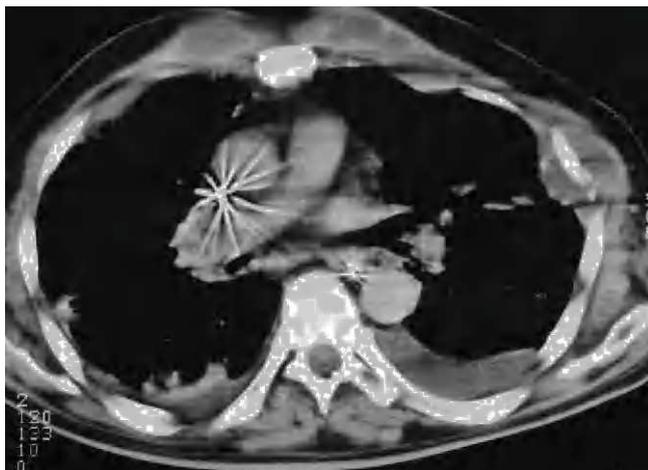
Tomografía computarizada de tórax, en la que se aprecian colecciones de la pared torácica en la región paraesternal y de la pared lateral torácica izquierdas.
